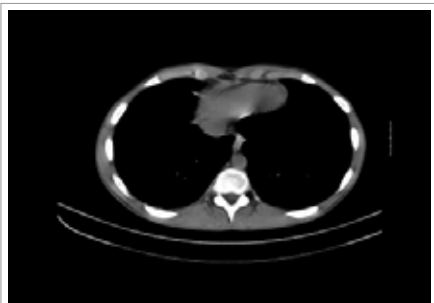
СКТ органов грудной клетки
